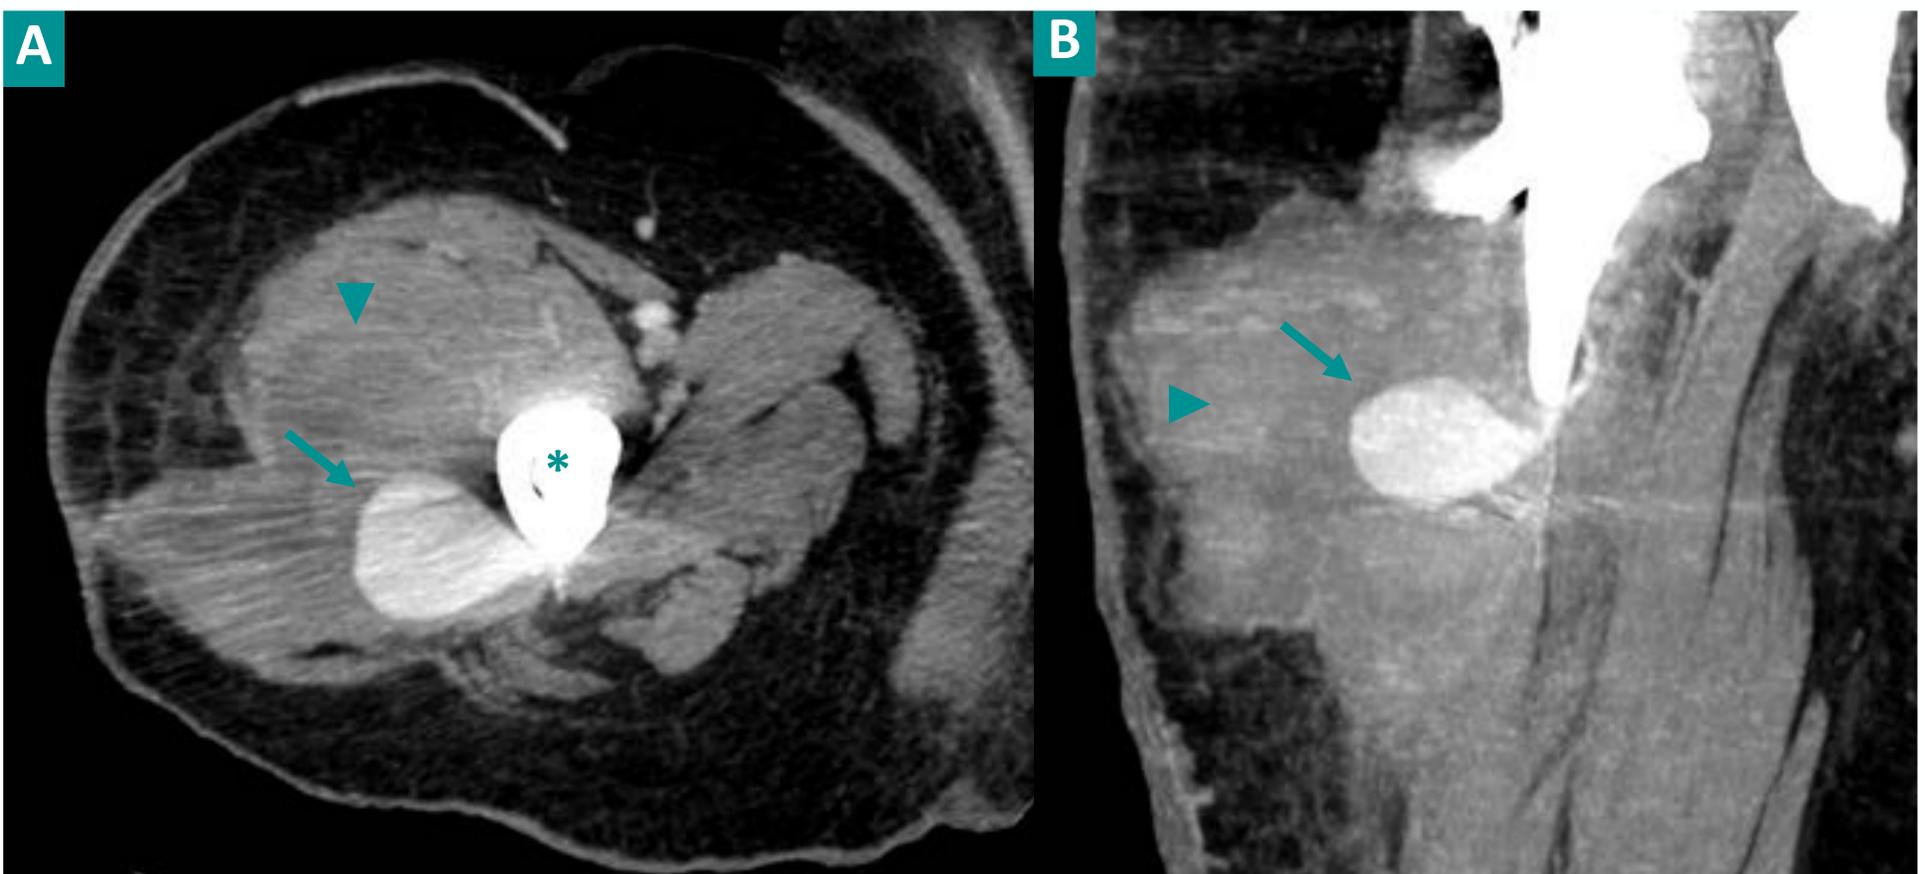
Reconstrucciones sagital (A) y en 3D (B) de una TC del muslo derecho con contraste intravenoso en fase arterial de un paciente sometido a un bypass femoropoplíteo, donde se evidencia un pseudoaneurisma gigante (flecha) localizado en el margen anterior de la bifurcación de la arteria femoral común, a nivel de la anastomosis proximal del injerto femoropoplíteo.
